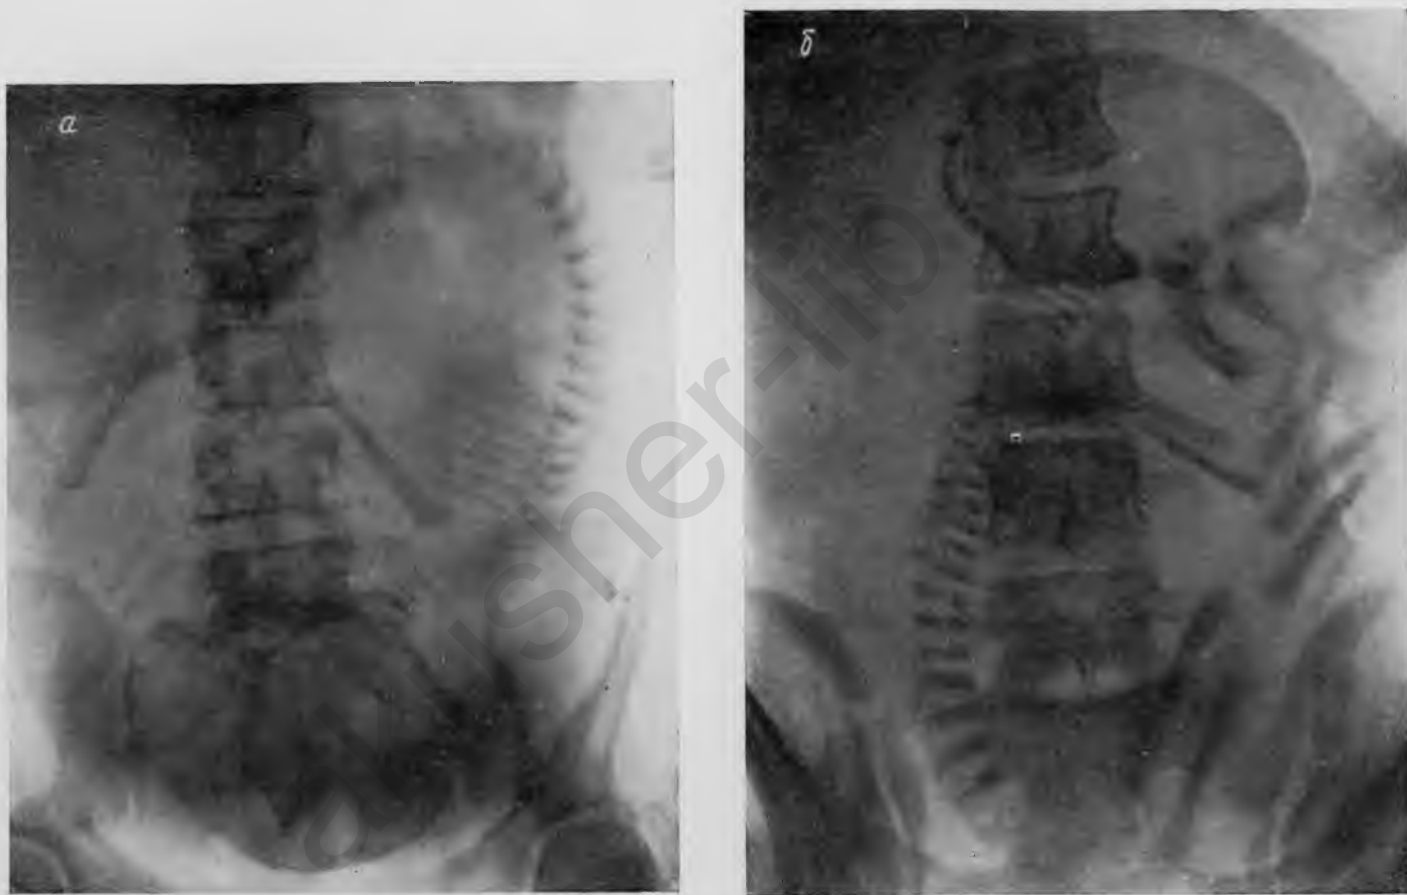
Рентгенологическое исследование плода.
